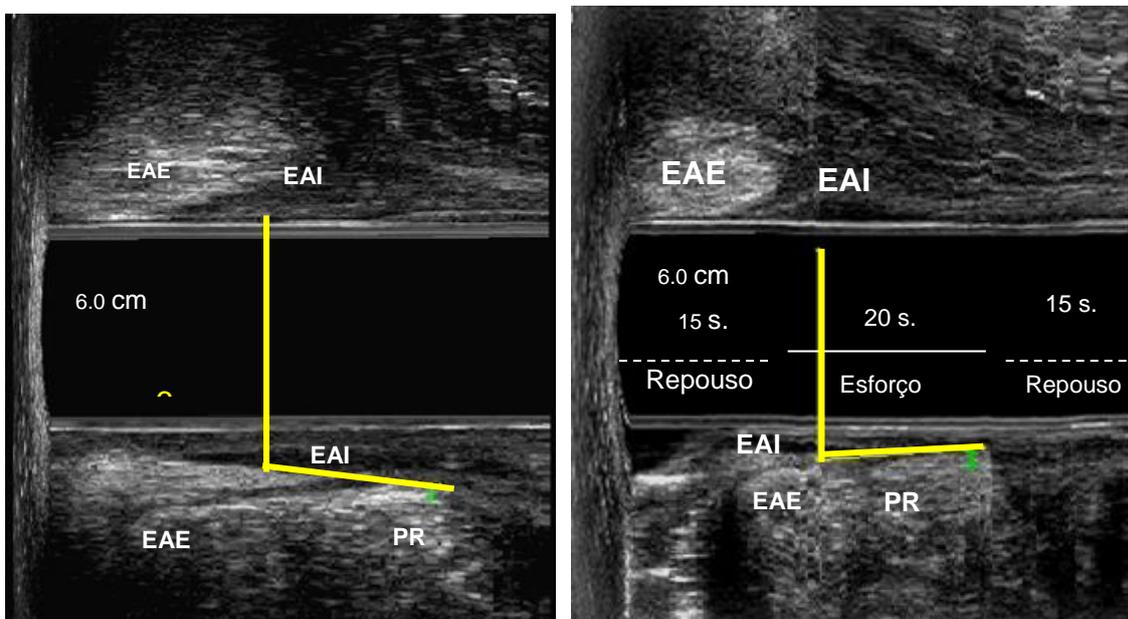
Ecodefecografia: Escaneamento 1 (em repouso) e 2 (solicitado esforço evacuatório) demonstrando *anismus* (paciente 24)
